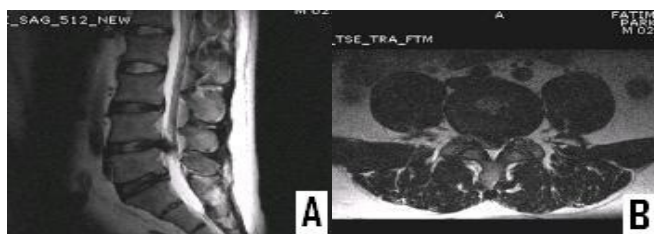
Sagittal(A) and axial(B) T₂ weighted MRI showing central disc extrusion to Rt paracentral aspects at the L₄₋₅ and disc degeneration at the L₃₋₄, L₄₋₅, L_{5-S1}.
